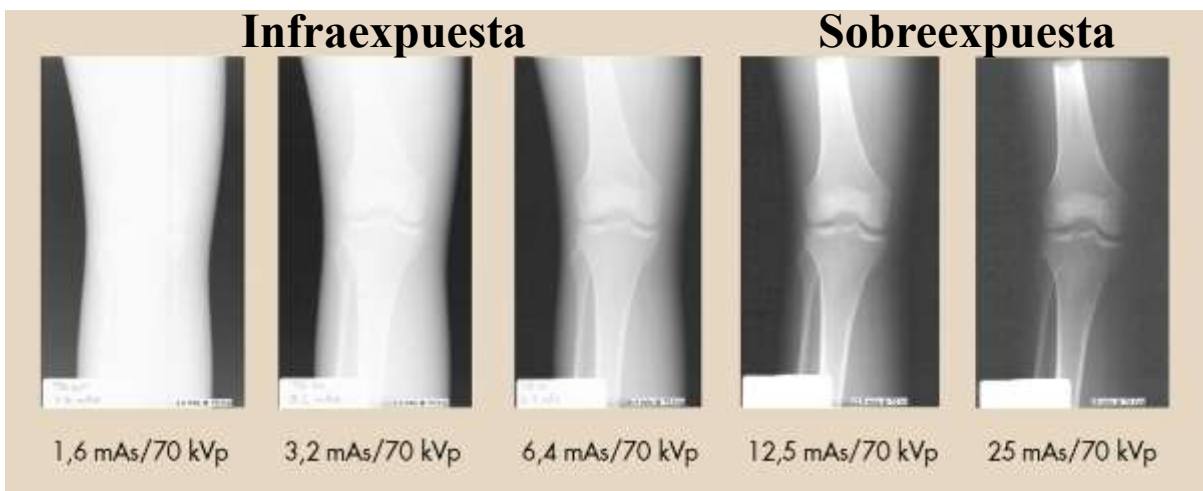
Imágenes obtenidas por la Radiografía Convencional
